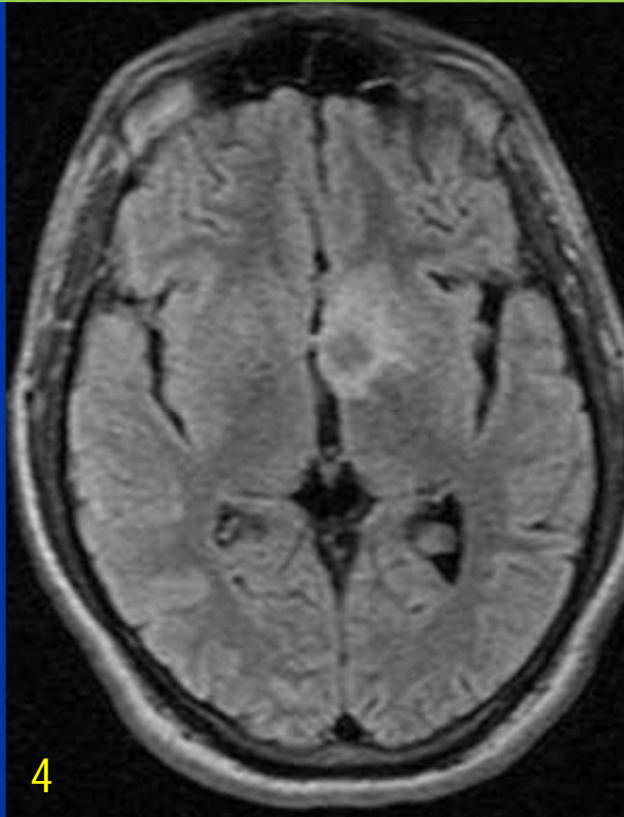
Paciente HIV, masculino, 31 años. La RM en FLAIR y T1 con contraste evidencia imagen redondeada hipointensa con escaso edema periférico que compromete al núcleo caudado izquierdo.
